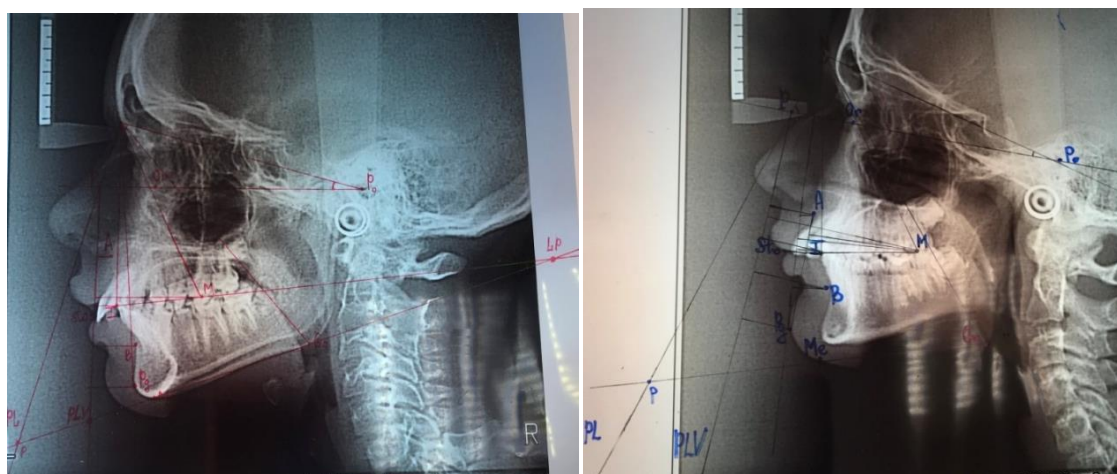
Определение линейных параметров на боковой телерентгенограмме пациента Н. 11 лет с дистальной окклюзией
